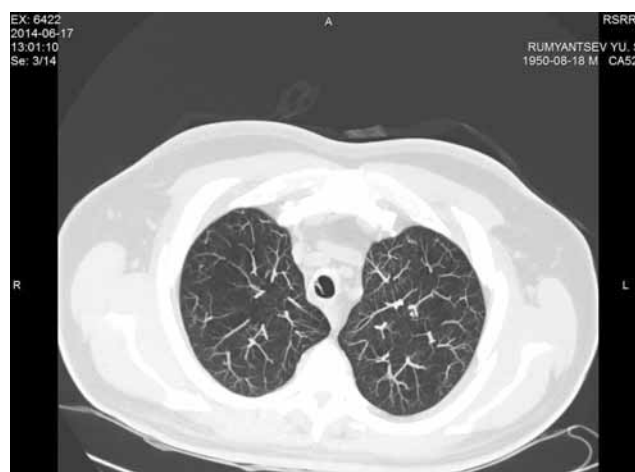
Папилломатоз трахеи (МСКТ, аксиальный срез, обработка в MIP-режиме): визуализация папилломы по правой боковой стенке трахеи
